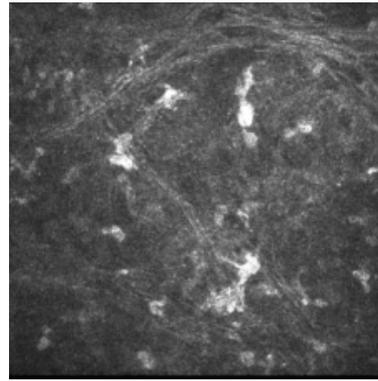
Строма. Глубина 64 мкм. Лазерная сканирующая томограмма (400x400мкм)
